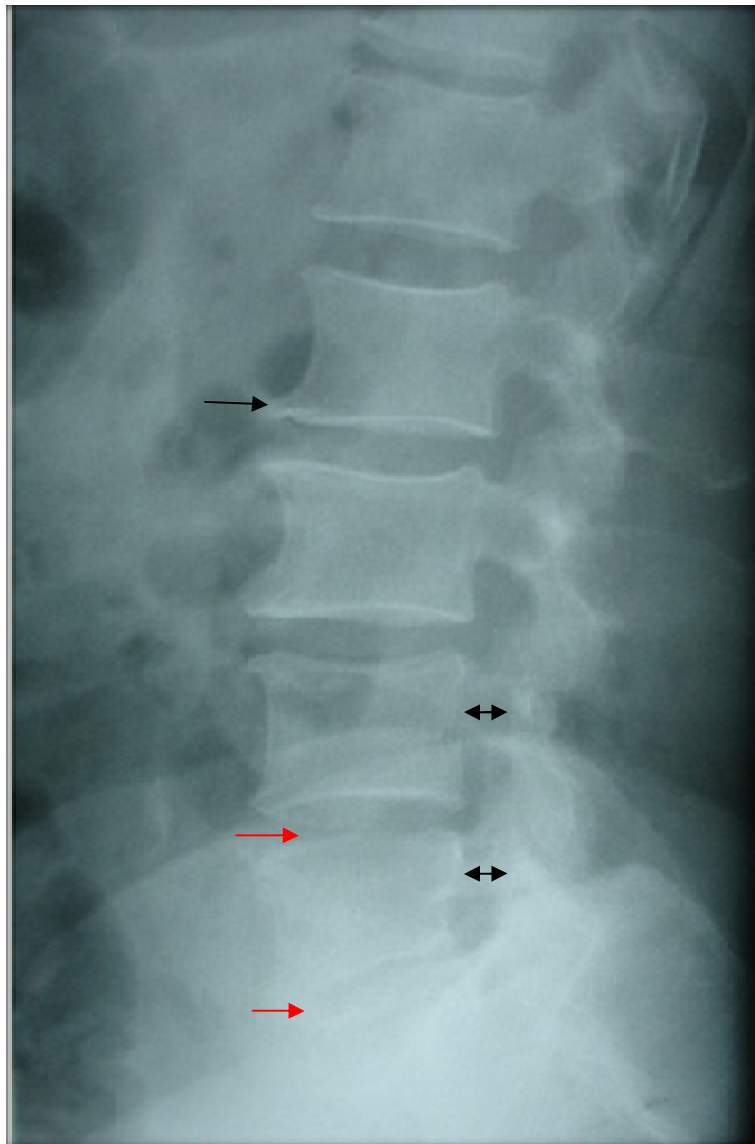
Radiographie standard du rachis lombaire de profil montrant une rectitude du rachis, une brièveté des pédicules (double flèche), un pincement discal en L4-L5 et en L5-S (flèche rouge) et une ostéophytose antérieure (flèche noire).
